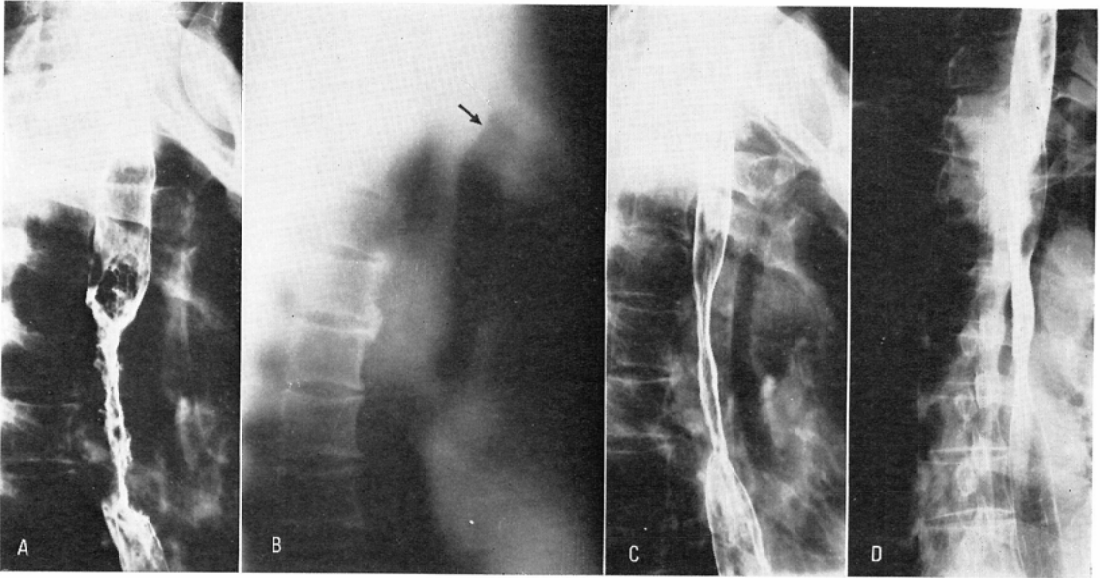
A case of considerable improvement by radiotherapy (66 yrs. m.). (A) Spiral type cancer on the initial examination. (B) Sagittal tomogram of the chest demonstrates extrinsic pressure upon the posterior wall of the trachea, indicating A3 or invasion to neighboring structures. (C) A radiograph at 3600 rad reveals less irregular margin than in A. (D) An esophagogram at 6600rad represents minimal irregularity and narrowing at the site of lesion.
